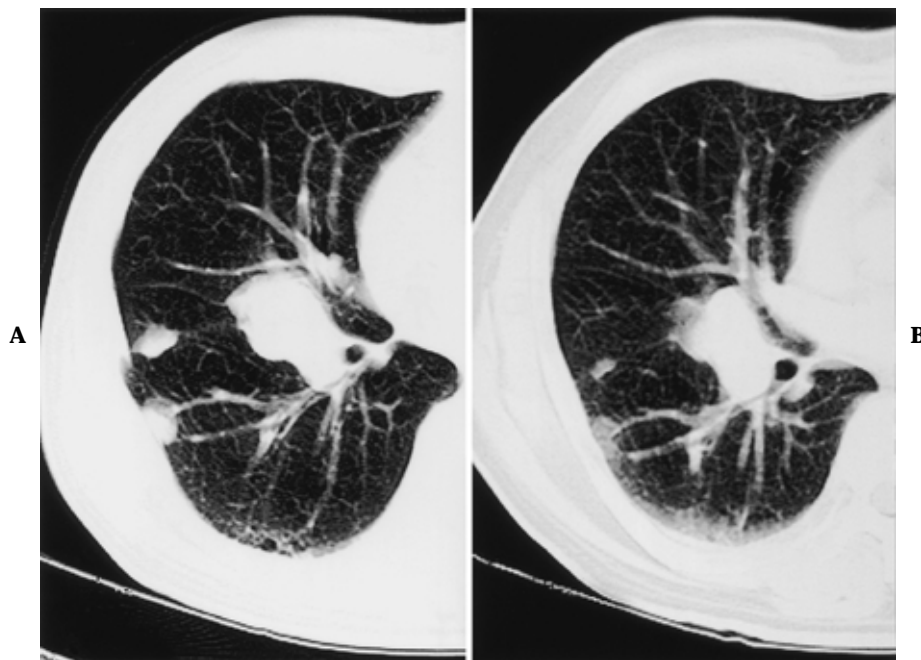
Chest CT scanning (B) reveals significant reduction in size of the tumors comparing to those on chest CT scan (A) which was taken six weeks earlier.
